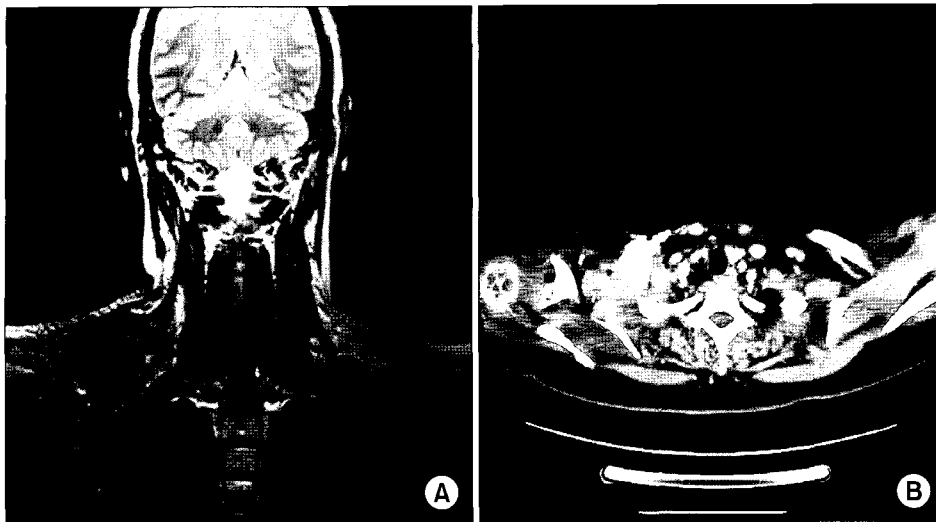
Preoperative imaging study (A) MRI shows a lobulated and septated mass (5×7 cm) in right neck. The mass has heterogenous pattern, especially peripheral and septal enhancement. (B) CT reveals irregular shaped mass which is located around right subclavian artery and right subclavian vein located at the medial side of mass.
